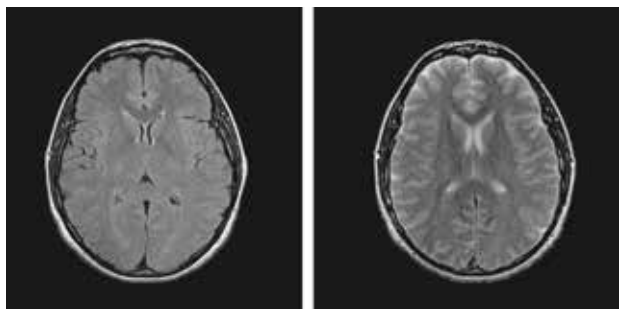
Secuencias asistenciales normales FLAIR y T2 adquiridas en el Hospital Universitario Quirón Dexeus.
